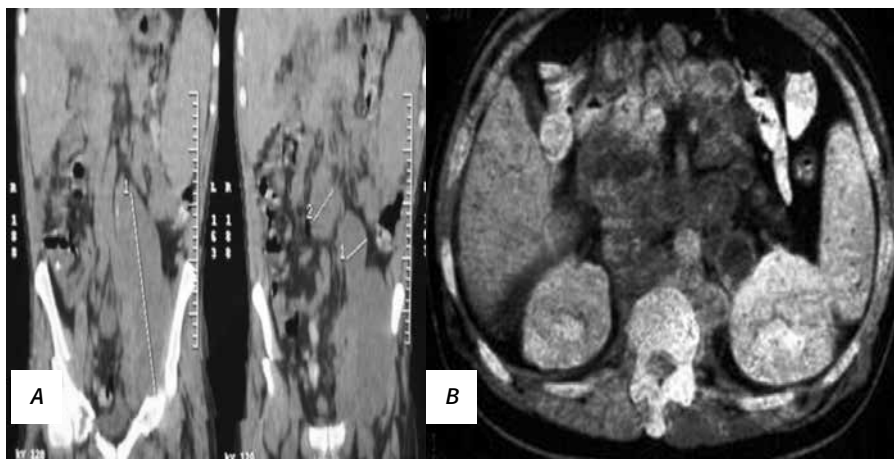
TC abdominală: A – inflamația nodulilor limfatici; B – calcifierea nodulilor limfatici [67]
